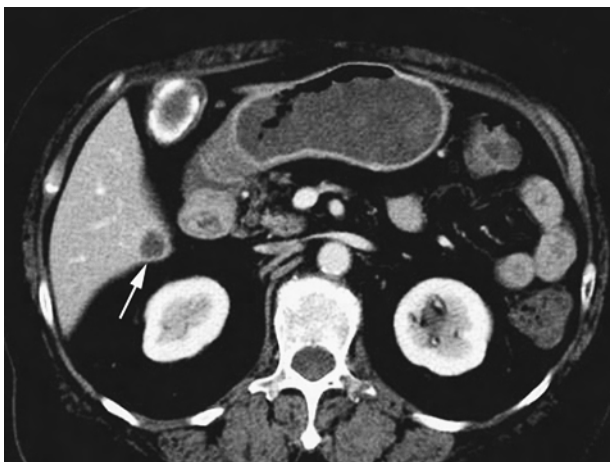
入院時腹部CT。肝S6に転移を疑うLDAあり，胆嚢内に結石を認める。
